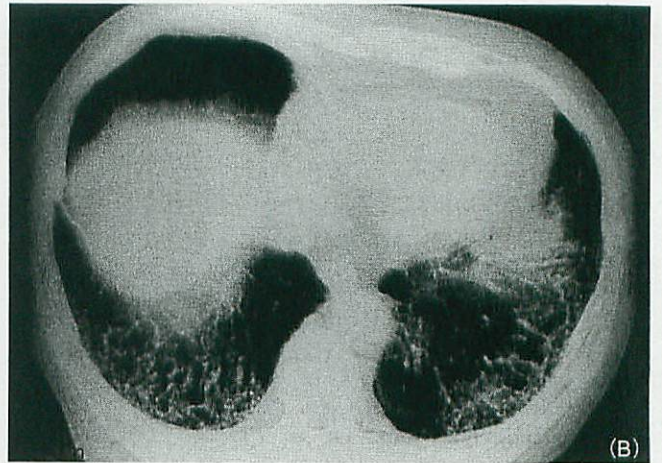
Idiopathic crescentic glomerulonephritis. Chest radiograph reveals consolidation representing hemorrhage in the left lung.
